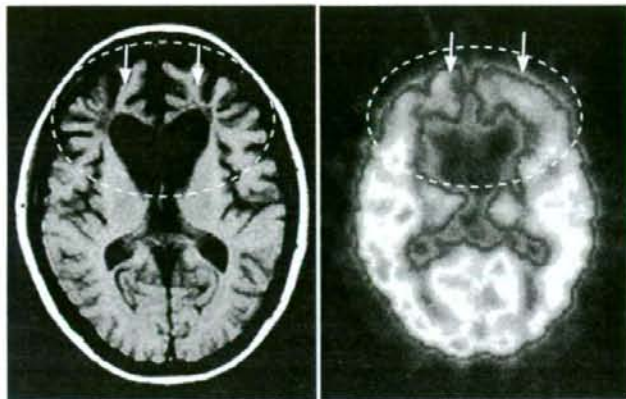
前頭側頭型認知症のMRI(左), SPECT(右)
